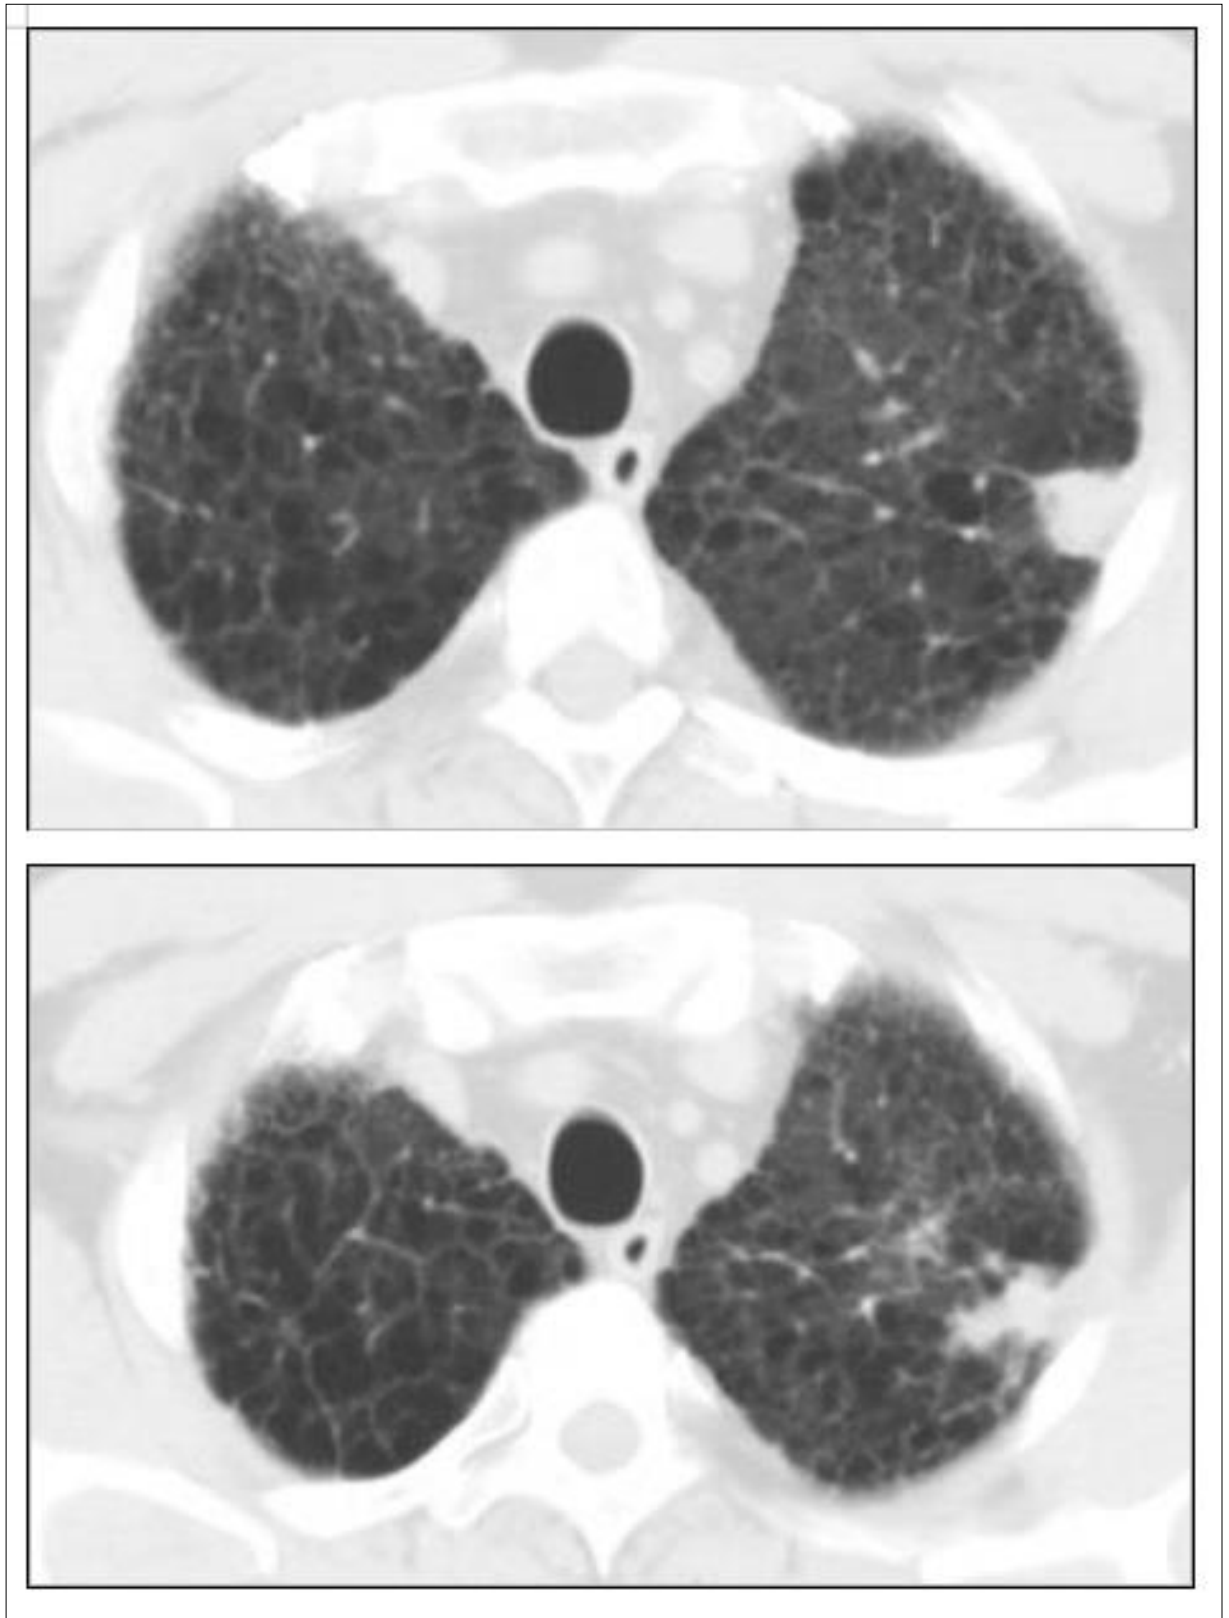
Компьютерные томограммы больного З. 39 лет от 21.04.2016 г. Через 3 месяца отмечается положительная динамика. На месте имевшейся инфильтрации сформировался локальный пневмофиброз
